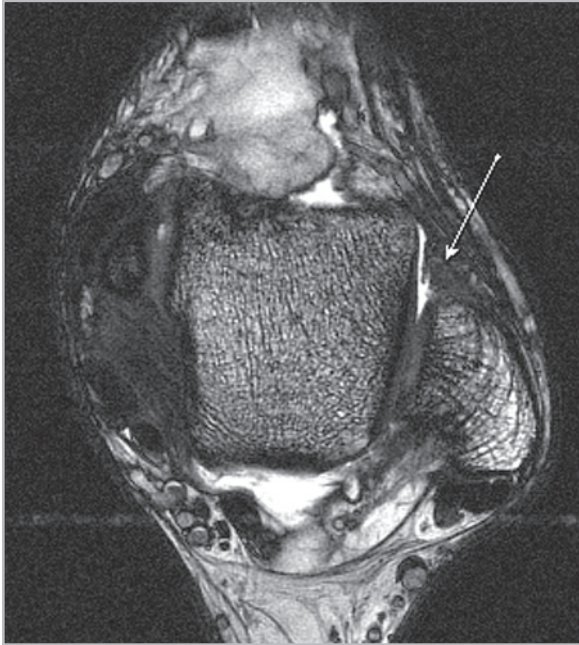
МР-томограмма голеностопного сустава. T2\* GRE-3d. Аксиальная плоскость. Фиброзные мягкотканые массы в переднелатеральном пространстве (стрелка)
